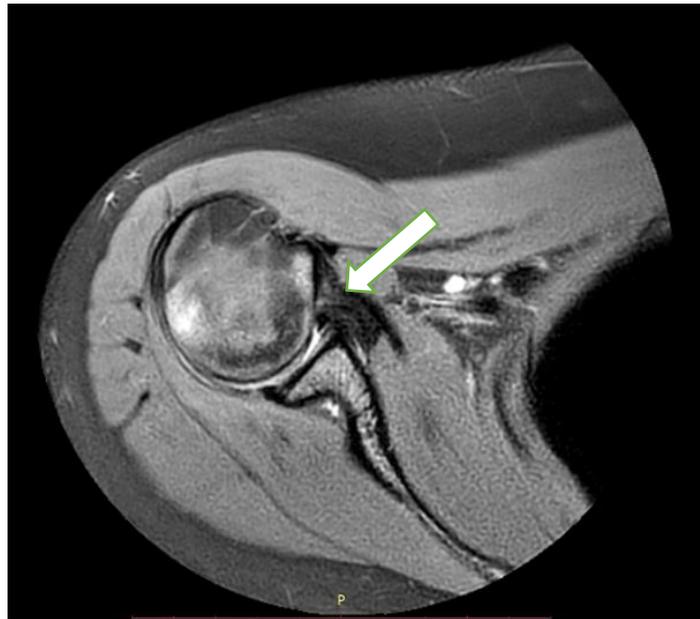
МРТ картина повреждения суставной губы у пациентки В. Стрелкой указано повреждение суставной губы.
